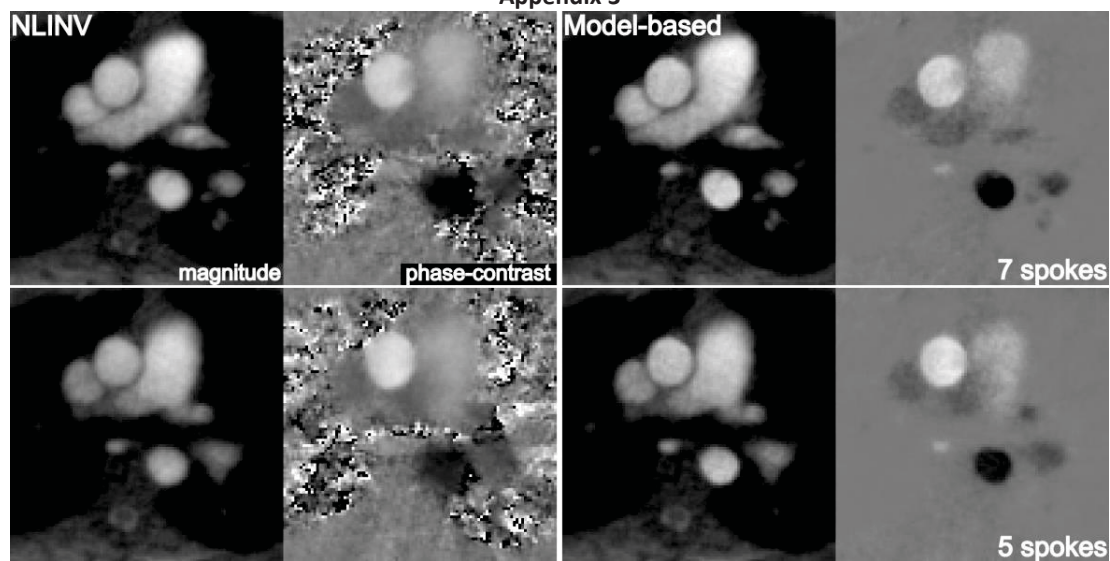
(Left) NLINV and (right) model-based reconstructions of systolic magnitude images and phase-contrast maps (magnified views) for real-time phase-contrast MRI of aortic blood flow ($VENC = 200$ cm s^{-1}) in a healthy volunteer using (top) 7 spokes per frame at 35.7 ms resolution and (bottom) 5 spokes at 25.6 ms resolution. Note the improved delineation of the superior vena cava (upper arrow) and the small azygos vein (lower arrow) in model-based phase-contrast maps.
